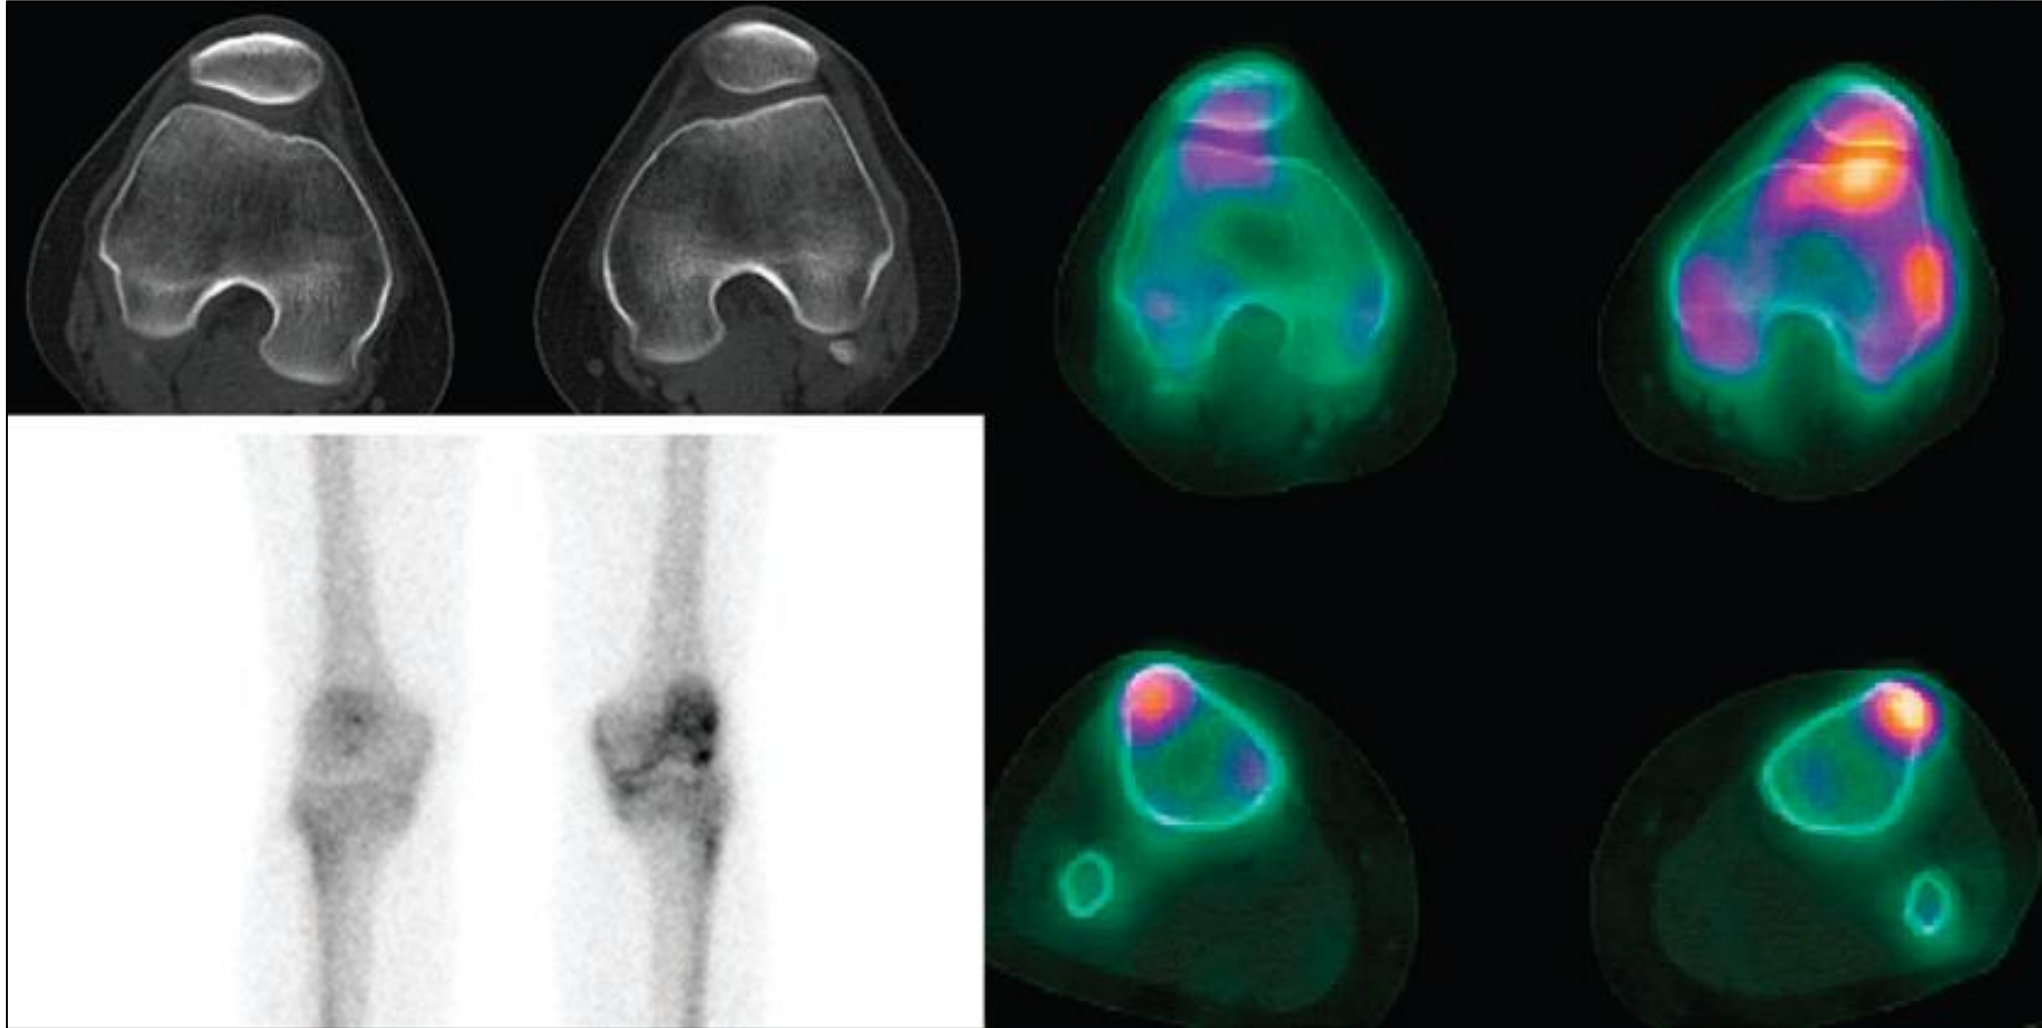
SPECT-CT en una paciente con dolor anterior de rodilla incapacitante y con rotación tibial externa aumentada de 40° en TC torsional (no mostrado).
